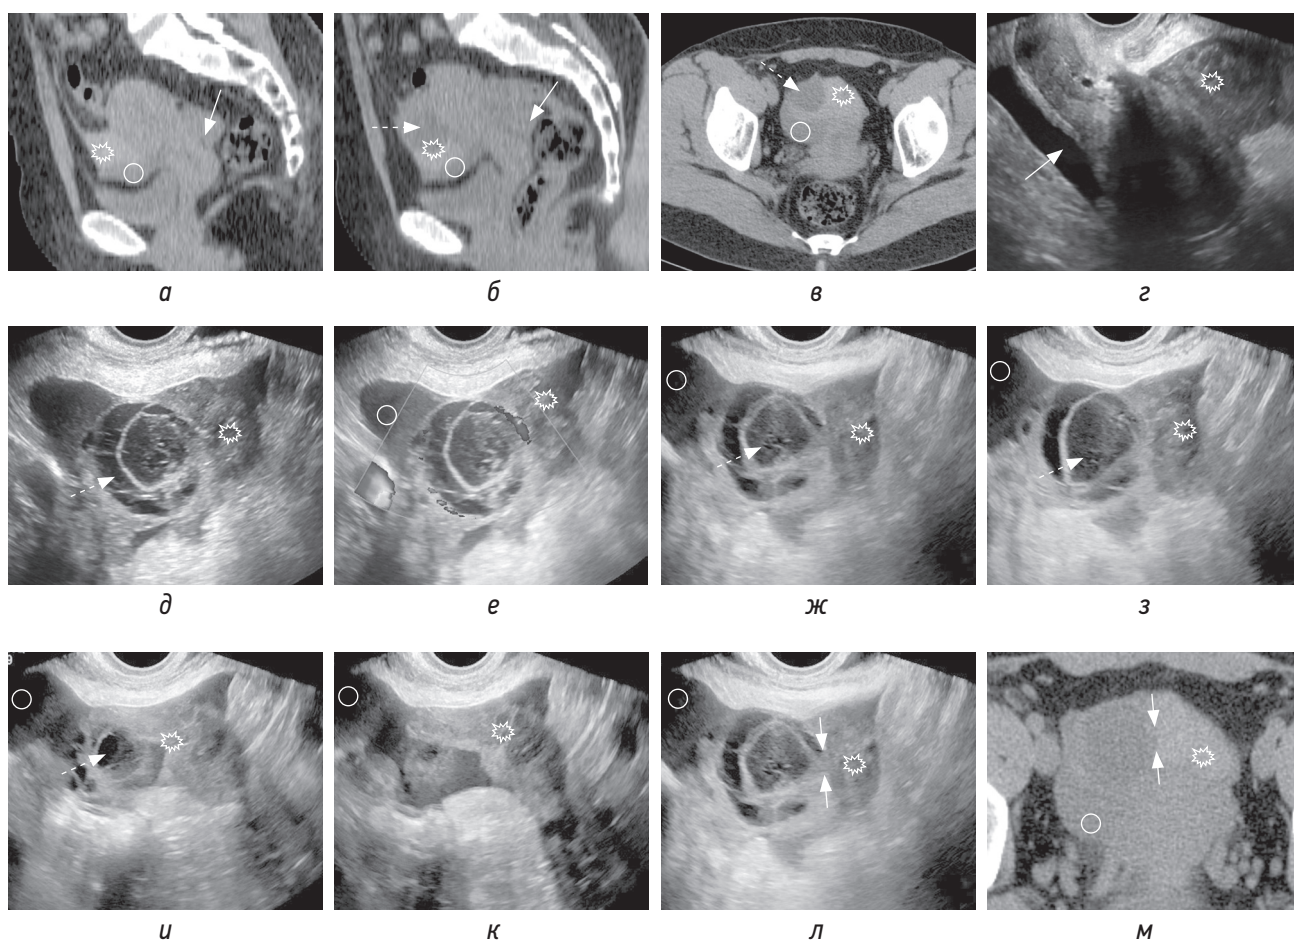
Пациентка 33 лет поступила с резкой болью в правой подвздошной области. В связи с подозрением на аппендицит была проведена нативная КТ. На КТ-томограммах в сагиттальной (а, б) и аксиальной (в) плоскостях в маточно-пузырном пространстве визуализируется жидкая кровь (круг) и сгусток (звездочка), прилежащий к кистозному образованию (пунктирная стрелка) в правом яичнике; в маточно-прямокишечном пространстве — жидкая кровь (стрелка). При трансвагинальном УЗИ по длинной оси матки (г) визуализируется жидкая кровь в маточно-прямокишечном пространстве (стрелка) и сгусток в маточно-пузырном пространстве (звездочка). На серии трансвагинальных сонограмм в В-режиме (д–ж) и с использованием ЦДК (е) в правом яичнике определяется кистозное образование (пунктирная стрелка) с толстой и гипervasкулярной стенкой, с геморрагическим содержимым, с наличием параовариально экзогенной крови (круг) и сгустков крови (звездочка). Предполагаемое место разрыва показано между стрелками на сонограмме (л) и соответствующей нативной КТ-томограмме в аксиальной плоскости (м)
